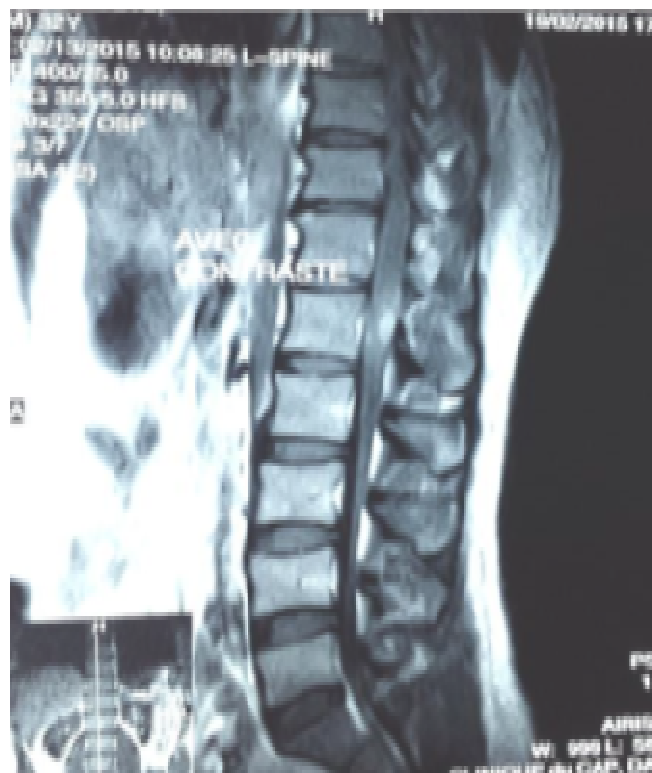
IRM du patient de l'observation N°2 en pondération T1 + Gadoliniumn rehaussement léger de la lésion
